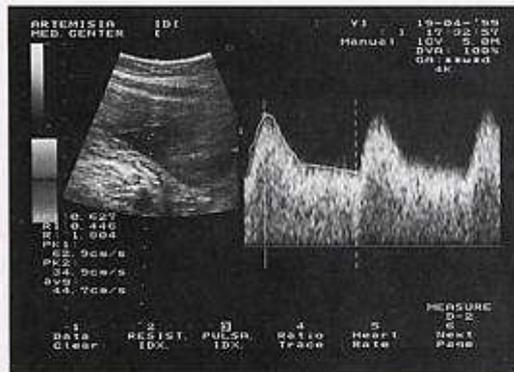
La stessa figura 3 con l'aggiunta della metodica color-Doppler.
